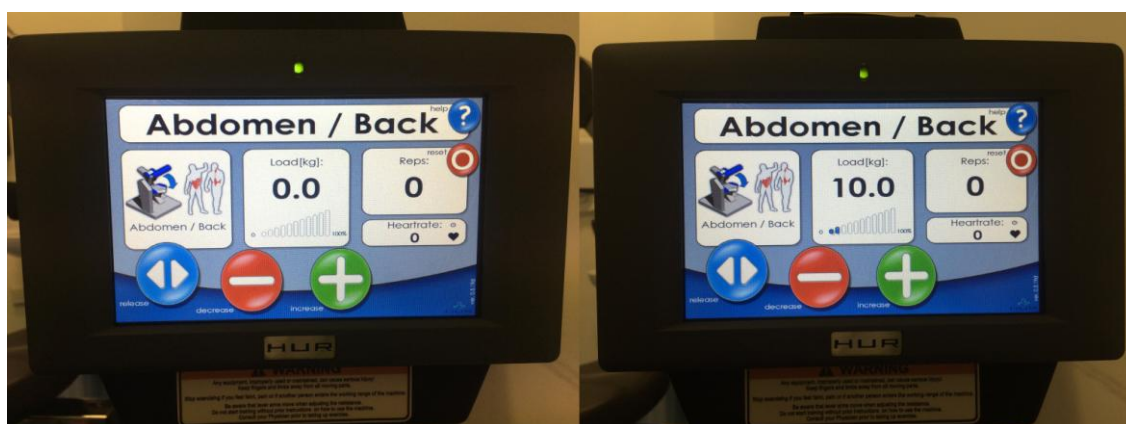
Monitor de controlo RM da HUR
